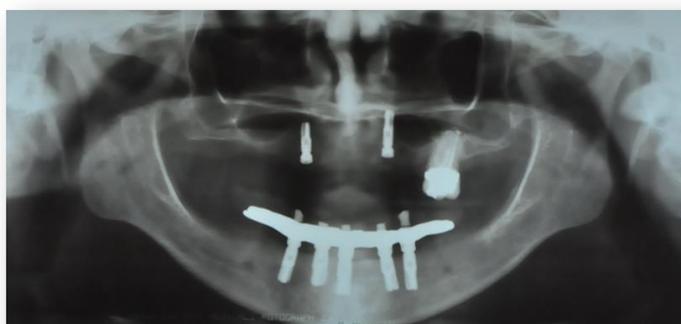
Radiografia panorâmica da primeira reabilitação com implantes osseointegráveis da paciente relatada (2005)
